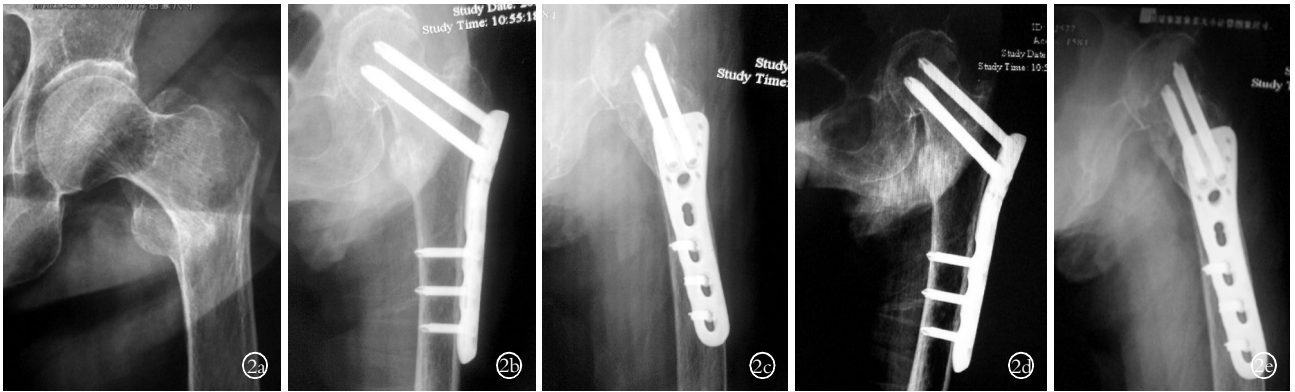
患者,男,82岁,转子间骨折(Jensen II型) 2a.术前X线片 2b,2c.术后1周正侧位X线片示骨折解剖复位 2d,2e.术后14周正侧位X线片示骨折痊愈
